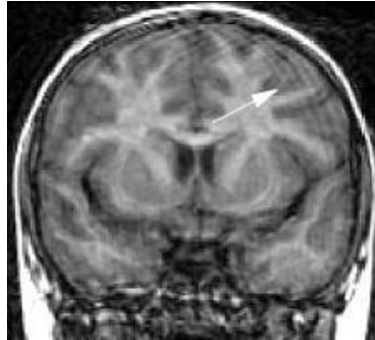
Artefacts dû au mouvement de la tête sur une IRM. La flèche montre la position de ce type d'artefacts.
